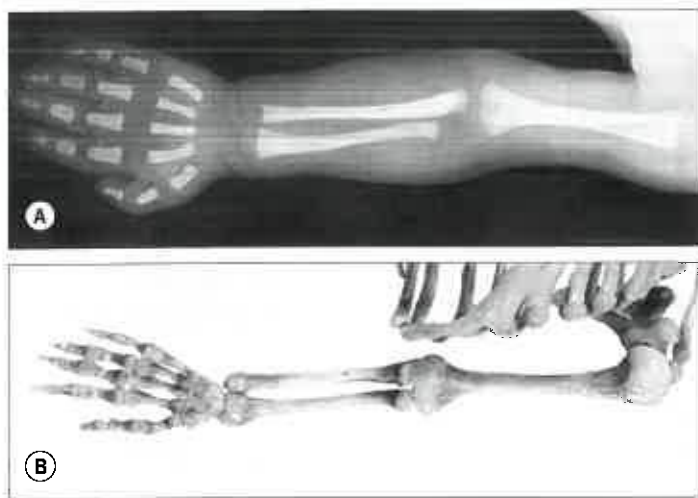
A. Radiografia di un braccio di neonato. L'ossificazione dai centri primari è avanzata in tutte le ossa dell'arto tranne che in quelle del carpo che sono ancora interamente cartilaginee. Gli spazi che separano i singoli elementi sono riempiti da cartilagine ialina radiotrasparente, in cui l'ossificazione epifisaria e carpale avverrà in seguito. Si notino i contorni brillanti, la sottile diafisi intermedia e le metafisi relativamente espanse delle ossa lunghe e le proporzioni dei segmenti dell'arto, in particolare la mano relativamente grande, che sono caratteristiche di questa età. B. Ossa e cartilagini di un braccio sinistro di neonato. Si confrontino le aree radiotrasparenti nella radiografia (A) con gli elementi cartilaginei delle epifisi e del carpo conservati nel campione. (B. Da Michael C.E. Hutchinson; fotografia di Kevin Fitzpatrick per conto di GKT School of Medicine, London.)
